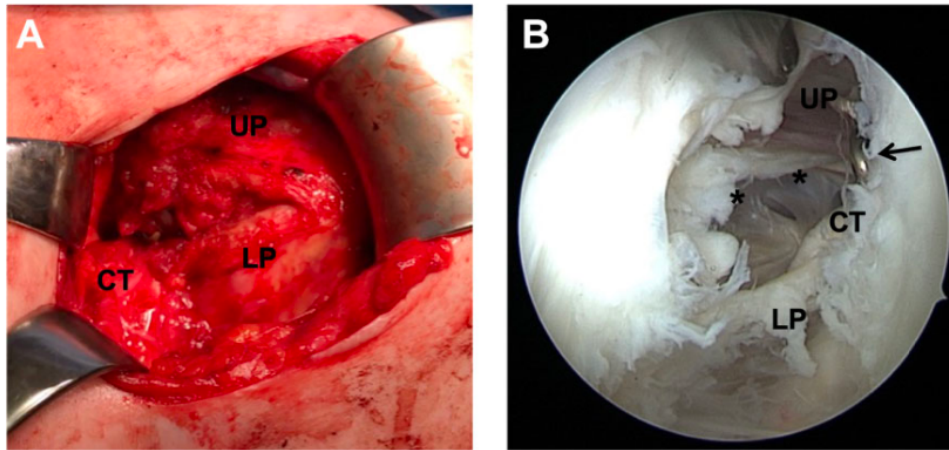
(A) Intraoperative image of permanent horizontal subscapularis (SSC) split after a Latarjet procedure. Upper parts (UP) of the musculotendinous SSC unit protrude over the graft, and lower parts (LP) are redirected underneath the conjoint tendons (CT). (B) Arthroscopic view through an anterolateral viewing portal in a left shoulder that was revised due to persistent anterior shoulder pain after a Latarjet procedure. A marked defect area (asterisks) can be identified in the tendon and muscle of the SSC close to the screw heads (arrow).
